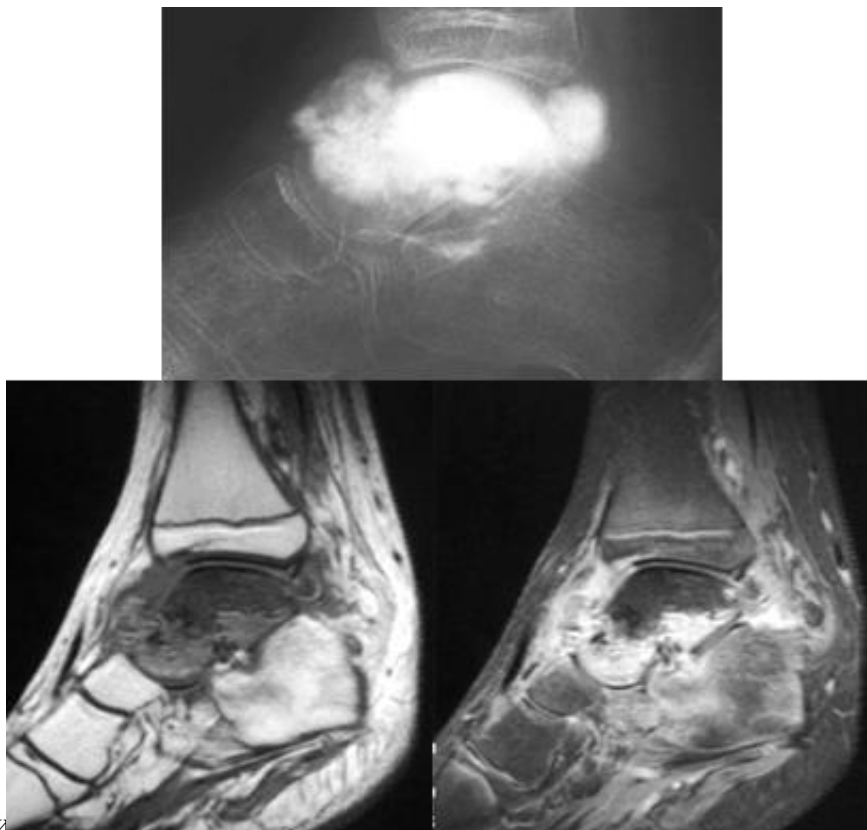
КТ та МРТ. Склеротична ОС. На тлі регіонарного остеопорозу в таранній кістці визначається пухлинне кістковоутворення, що руйнує кістку та виходить у параартикулярні м'які тканини.
